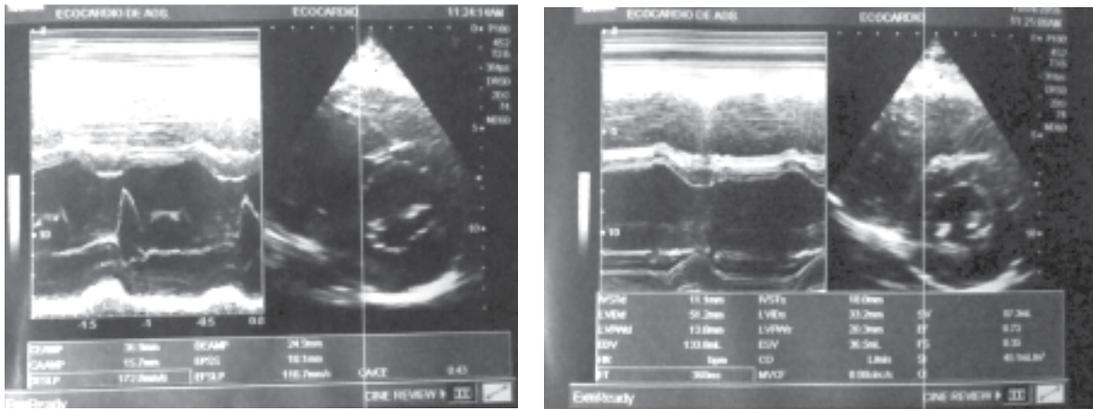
Ecocardiograma.
